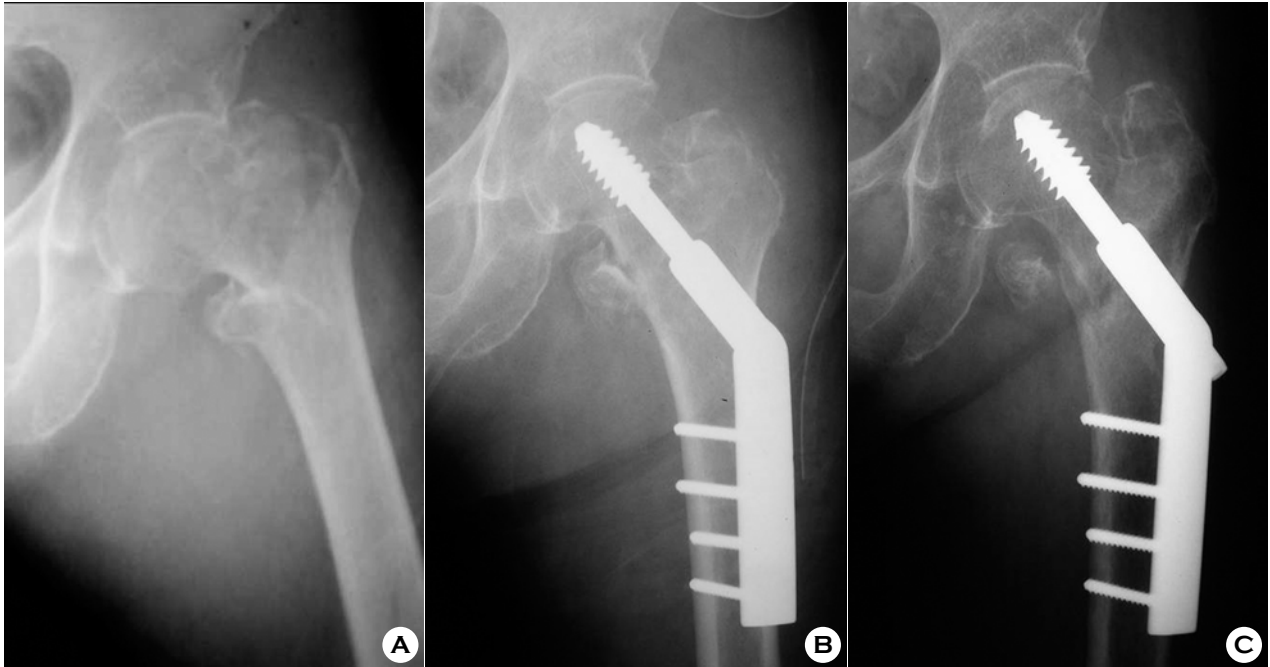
(A) Preoperative radiograph of a 78-year-old female showing Jensen type 4, unstable intertrochanteric fracture with comminution of lesser trochanter. (B) Immediate postoperative radiograph showing fracture reduced by anatomic reduction. (C) Postoperative radiograph at 6 months showing mild loss of reduction with a sliding of lag screw.
